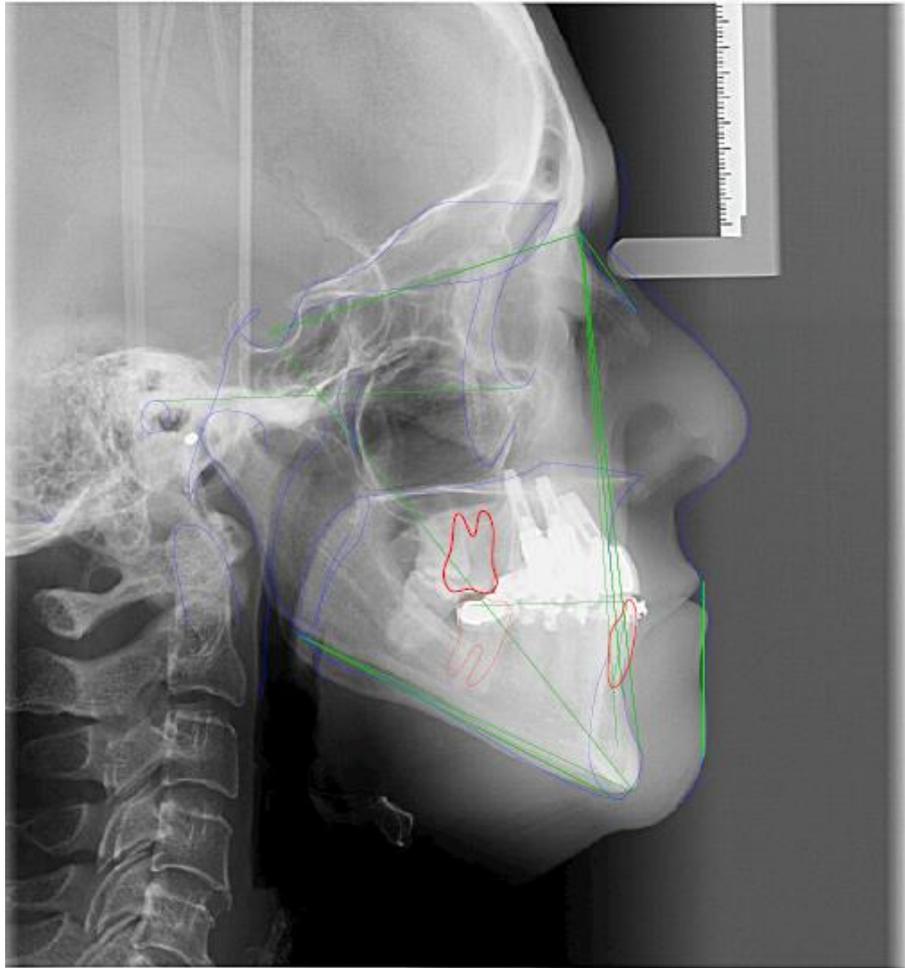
telerradiografia lateral
